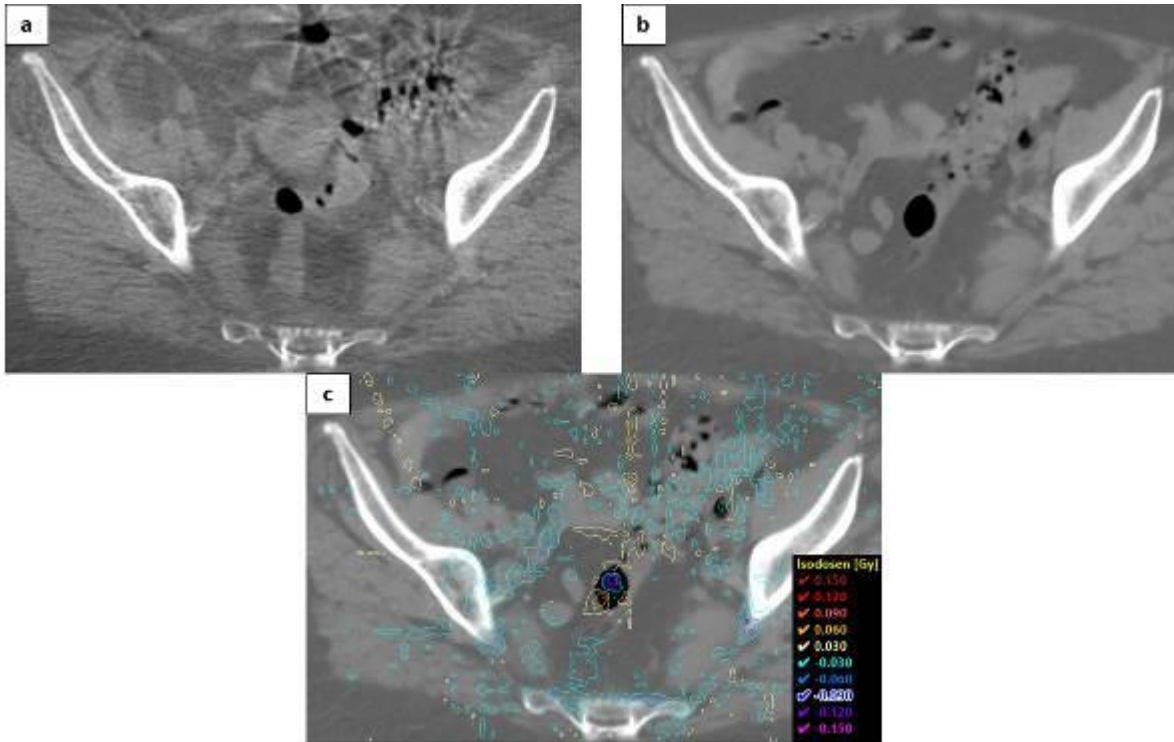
Vergleich zwischen sCT (a) und CBCT (b). Nicht berücksichtigte Lufteinschlüsse im sCT resultieren lokal in Abweichungen der Dosisberechnung im CBCT, wie in der Dosisdifferenz sCT-CBCT (c) zu sehen ist.
